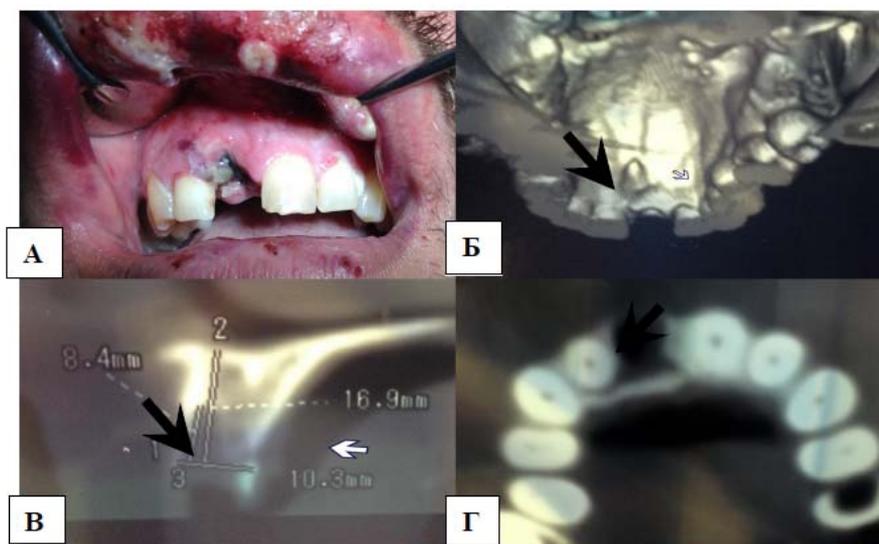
Данные клинического осмотра. А. Состояние лунки и мягких тканей на 1-е сутки после травмы. Б. Компьютерная томография (КТ) с картиной перелома небной стенки (3D реконструкция). В. Сагитальный срез (КТ). Г. Горизонтальный срез (КТ). Стрелками указан перелом небной стенки альвеолы
